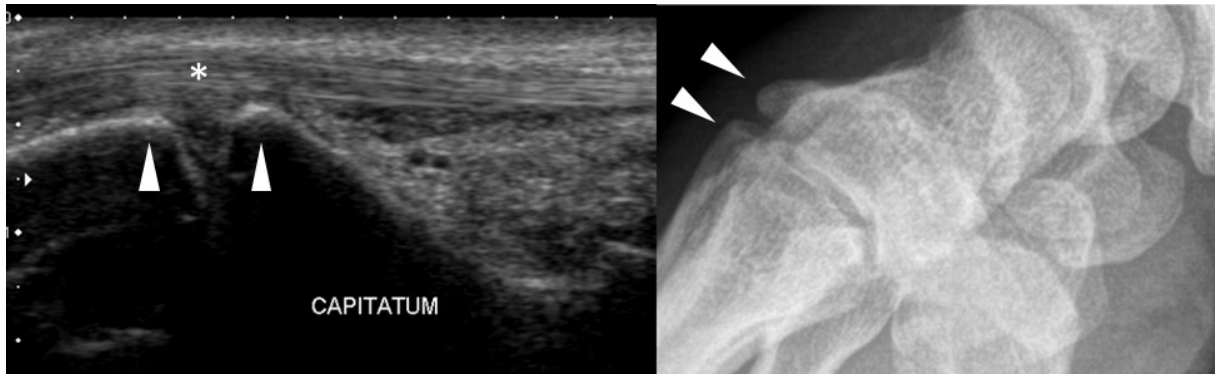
Carpe bossu (coupe sagittale échographique – radiographie). Carpe bossu « secondaire » entre le capitatum, et la base du 3^{ème} métacarpien (têtes de flèche). Notez la proximité immédiate du tendon extenseur (*), susceptible de donner une tuméfaction fluctuante en cas d'irritation
